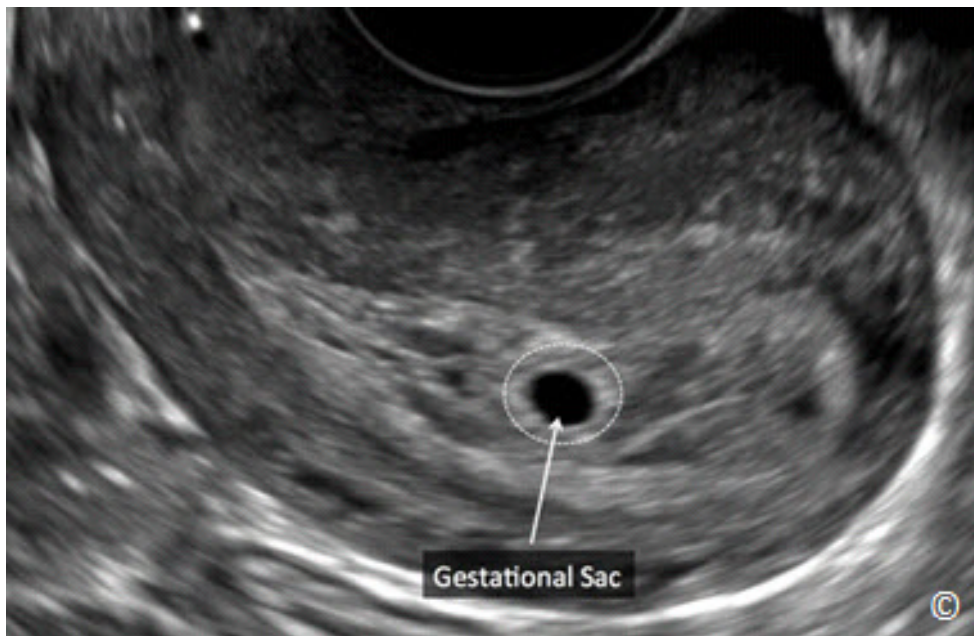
Ultrasonido transvaginal de un plano sagital del útero con un saco gestacional normal (rotulado) a las 5 semanas de gestación. Observe el borde ecogénico que rodea el saco gestacional (círculo punteado).
